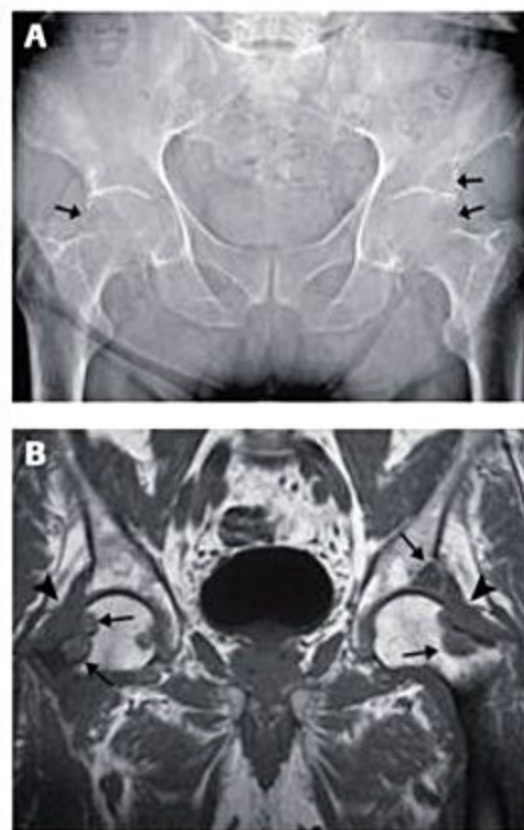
Amiloidose. (A) Raio X da bacia demonstra erosões ósseas em ambas as cabeças femorais e no acetábulo esquerdo (setas). (B) Imagem coronal de ressonância magnética ponderada em T1 confirma as erosões (setas) e demonstra a proliferação sinovial coxofemoral bilateral (cabeças de seta), causada por depósito de amiloide.
